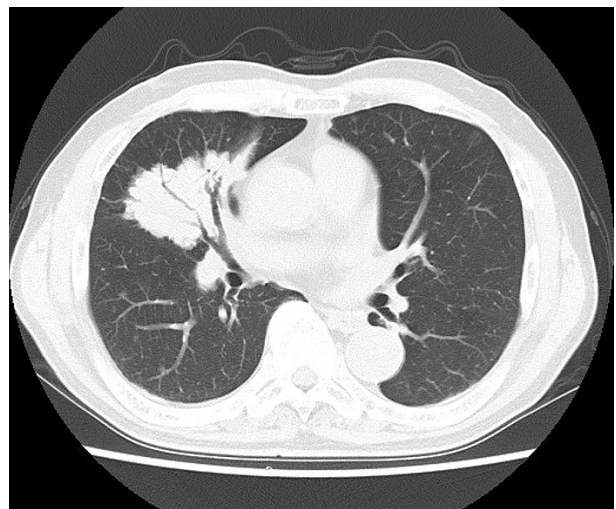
Chest CT showed a consolidation shadow measuring 43×57 mm in the right middle lobe.
